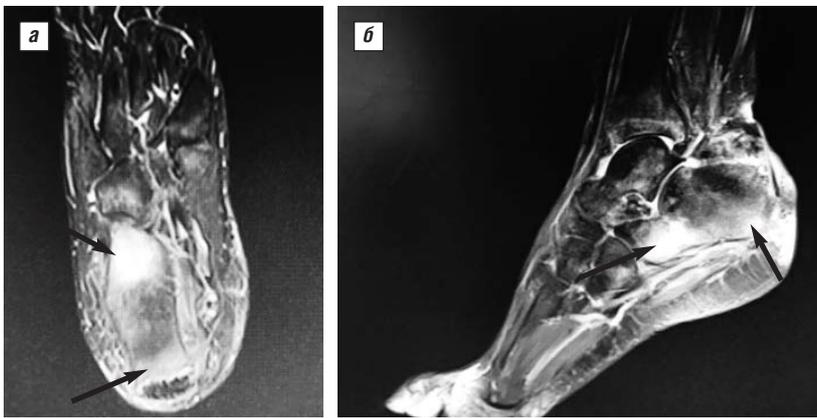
МРТ костей правой стопы (стрелками указаны зоны остейта)
